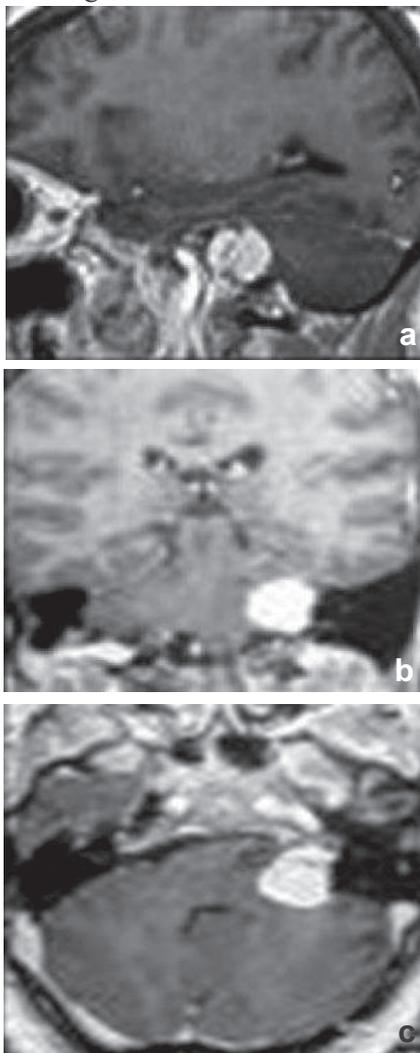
IRM cérébrale en pondération T1 objective une lésion de l'angle ponto cérébelleux en hyper signal, en coupe sagittale (a), coupe coronale (b), et en coupe axiale (c)
